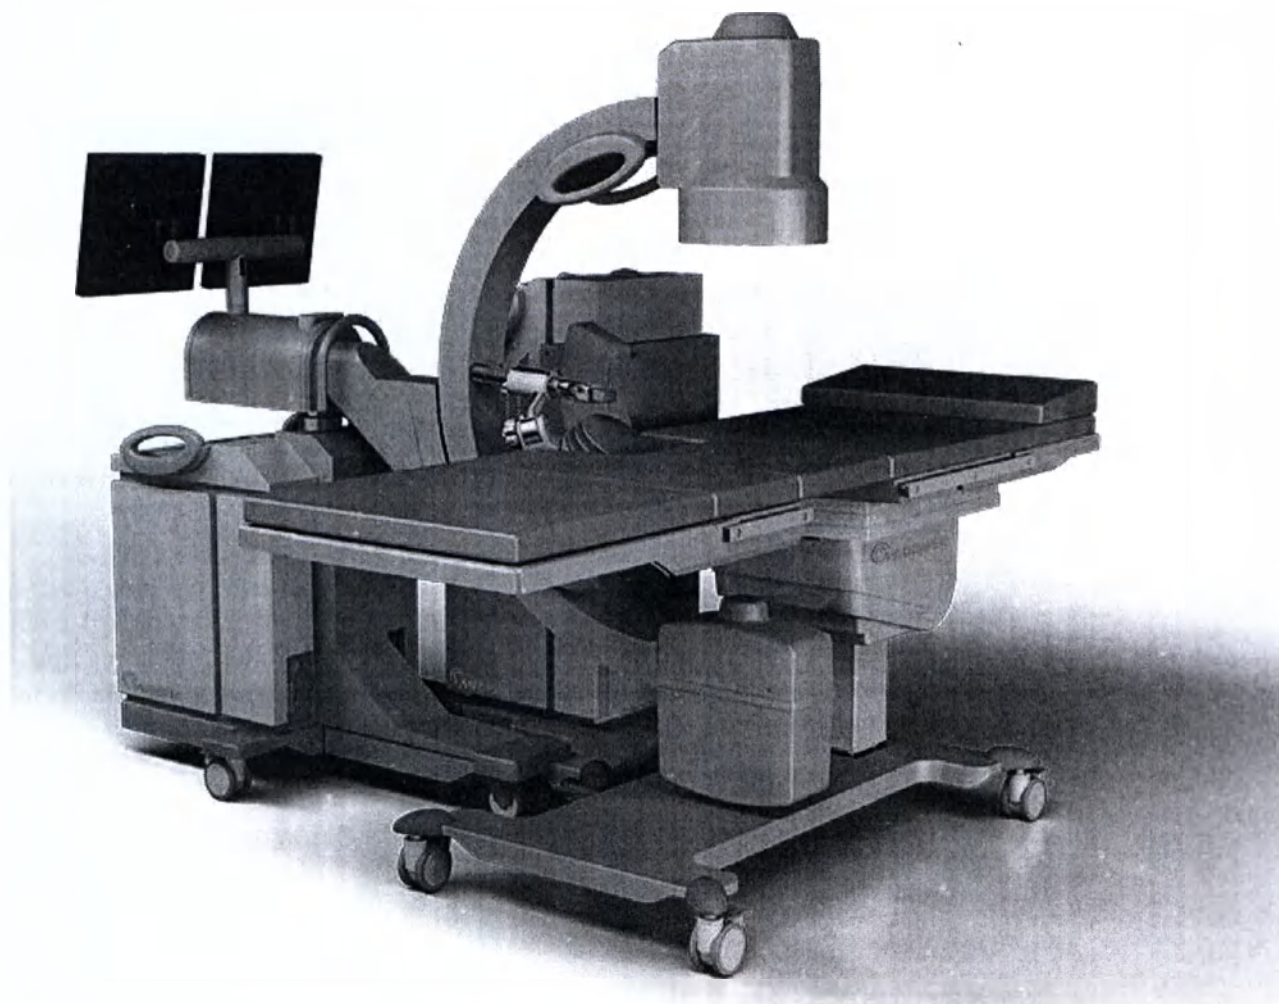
Расположение рентгенографической системы (демонстрирует полную ESWL-систему компании Medispec)
